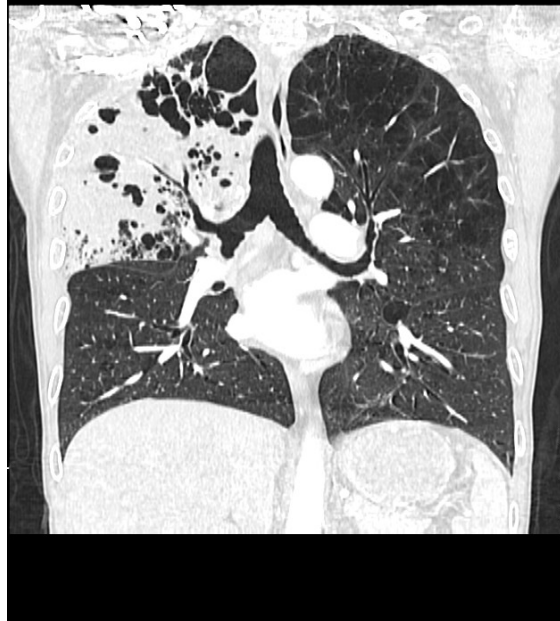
A. Chest X-ray demonstrated a pulmonary consolidation of right upper lobe. B. Coronal computed tomography of same patient shows pulmonary consolidation and air bronchogram in segmentar bronches of upper right lobe. There is some hipodense lesions in consolidation area related with patient pulmonary emphysema.
